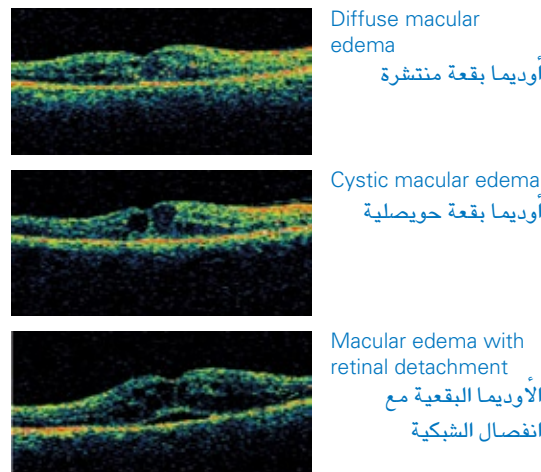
Differentiation of different types of diabetic macular edema as seen by optical coherence tomography.
